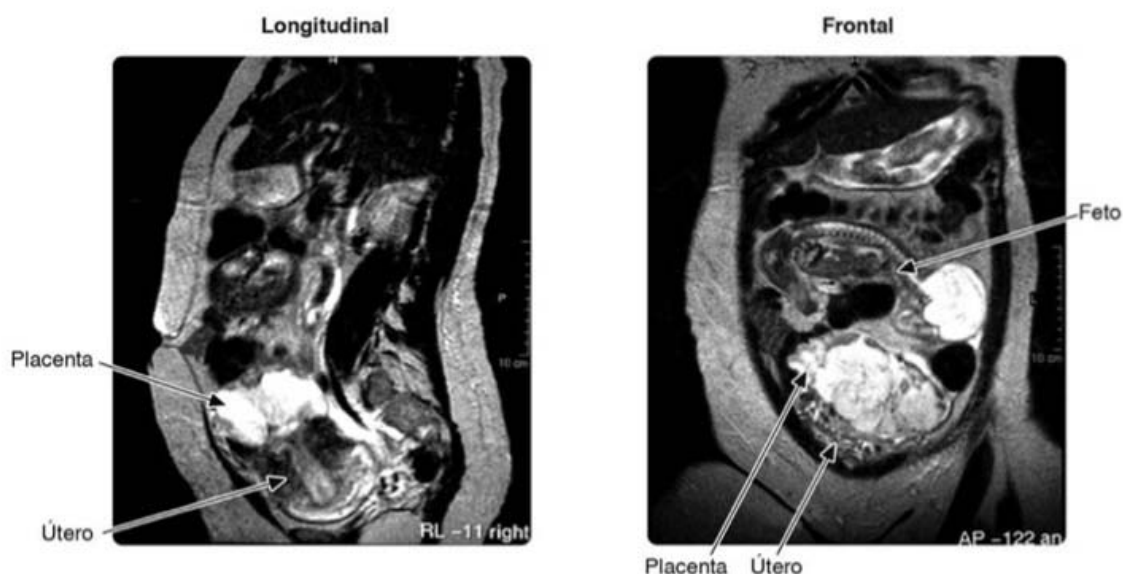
■ Ressonância magnética – gravidez abdominal. (Caso da Ultrassonografia Botafogo, RJ.)
